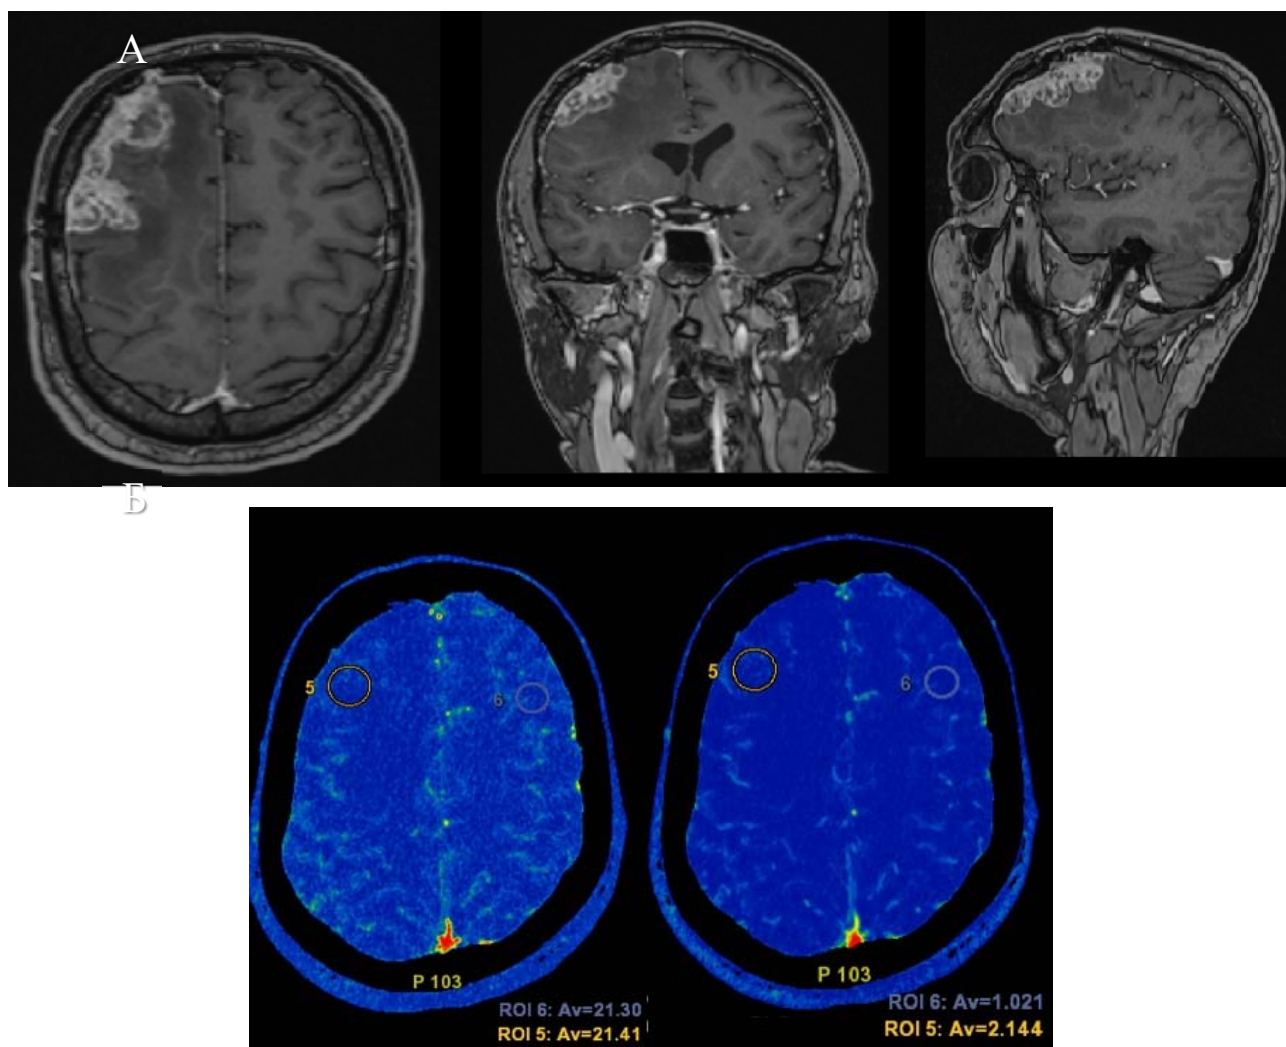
Клинический случай пациента А., через 6 месяцев после проведенного оперативного лечения и послеоперационного стереотаксического лучевого лечения в режиме гипофракционирования: А – Аксиальные, фронтальные и сагиттальные срезы МРТ в режиме Т1 с внутривенным контрастированием. Визуализируется локальный рецидив и лептоменингеальная прогрессия метастаза в области проведенного комбинированного лечения в передних отделах лобной доли с выраженным перифокальным отеком, а также с участками развития радионекроза; Б – Аксиальные срезы СКТ-перфузии головного мозга. Визуализируется участок в передних отделах правой лобной доли, с низкими перфузионными показателями, что может соответствовать радионекрозу (CBF = 21,41-34,62мл/100г/мин (21,3), CBV = 2,14-2,93мл/100г)
